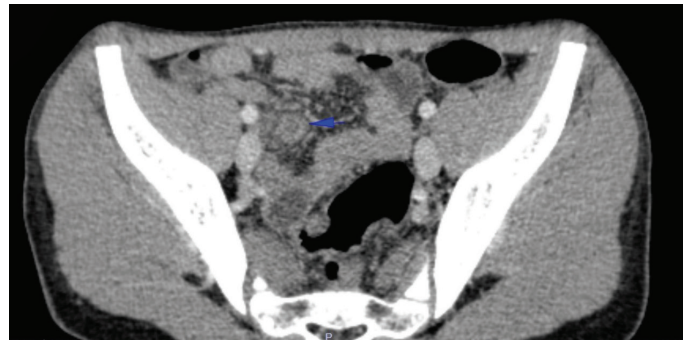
Computed tomography reveal that appendicitis by thickening of the appendix wall, and contrast - enhancing (Blue arrow)
